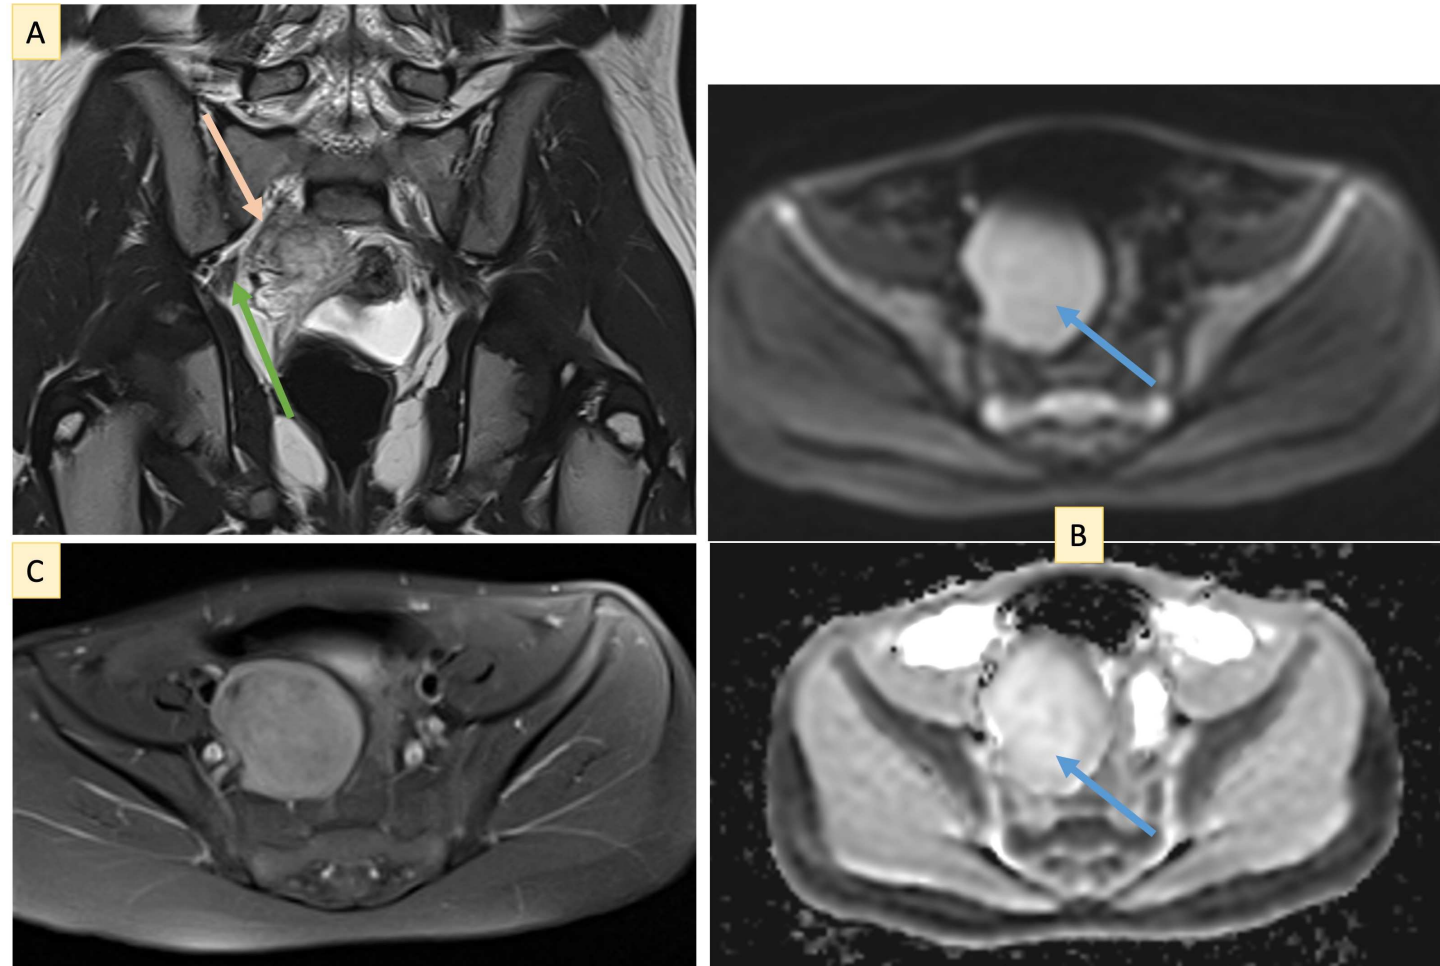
Correspondiente al paciente de la Figura 12. RM de pelvis muestra una masa sólida pélvica lateral derecha, bien definida, con realce homogéneo tras la administración de contraste y sin restricción a la difusión. No afecta a los planos musculares adyacentes y se encuentra en contacto con el nervio ciático derecho; (A) Secuencia coronal T2 TSE que muestra contacto con el nervio ciático; (B) Difusión ($b = 800$) y mapa ADC que no evidencian restricción a la difusión; (C) Secuencia transversal T1 post-contraste con supresión grasa que demuestra la lesión en contacto con el nervio ciático proximal a la escotadura ciática mayor.
